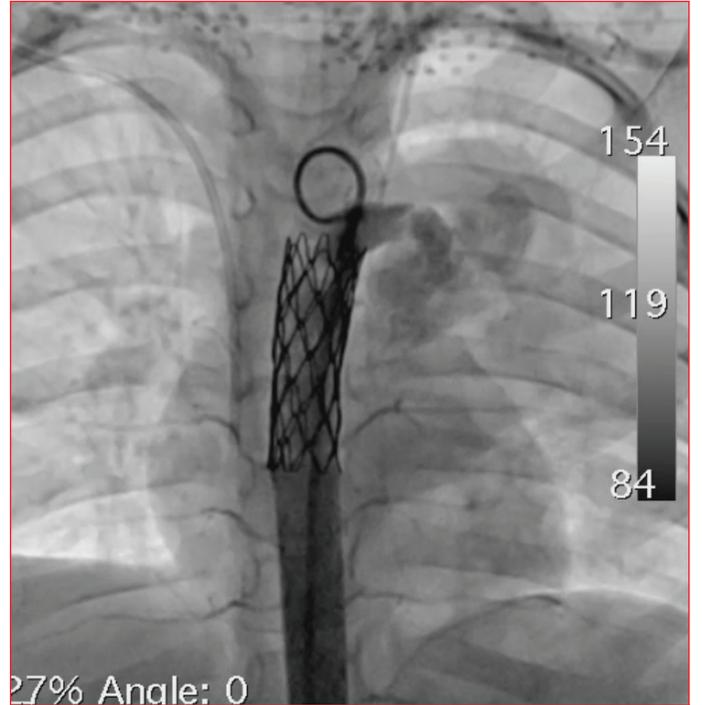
HRCT de abse şüphesi üzerine iğne drenaj kararı alındı. Radyoloji bölümünde abse drenajı uygulandı ve drenaja bağlı olarak masif hemoptizi gelişti.
